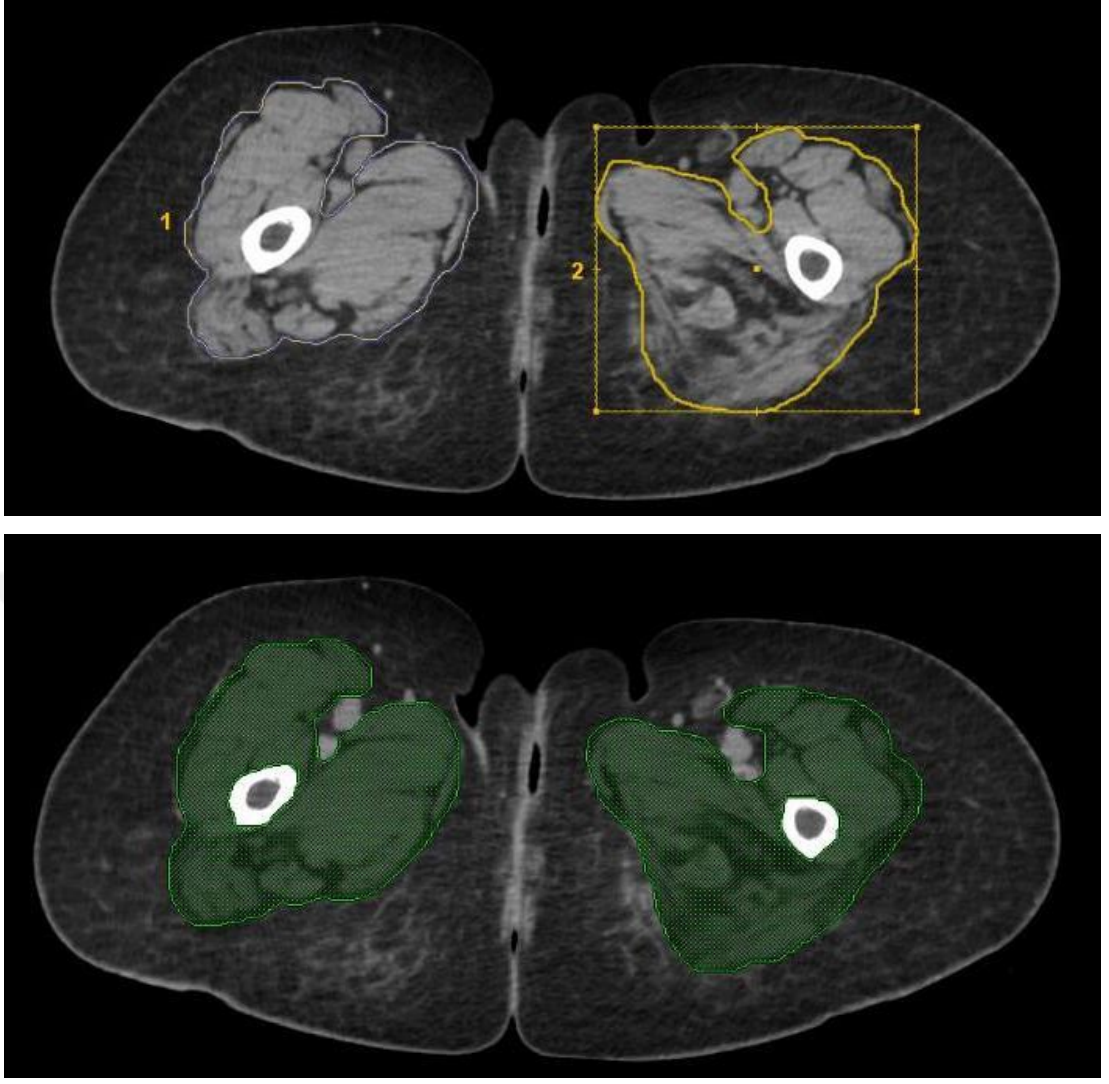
Tönnis gradelemesine göre sağ kalçası grade 0, sol kalçası grade 2 olan hastaya ait BT görüntüsü
